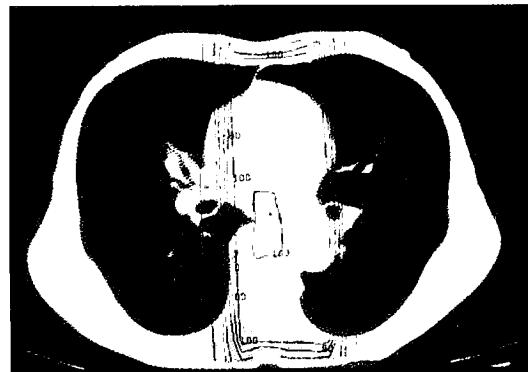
10MV X線前後対向2門法で照射したときの線量分布図
